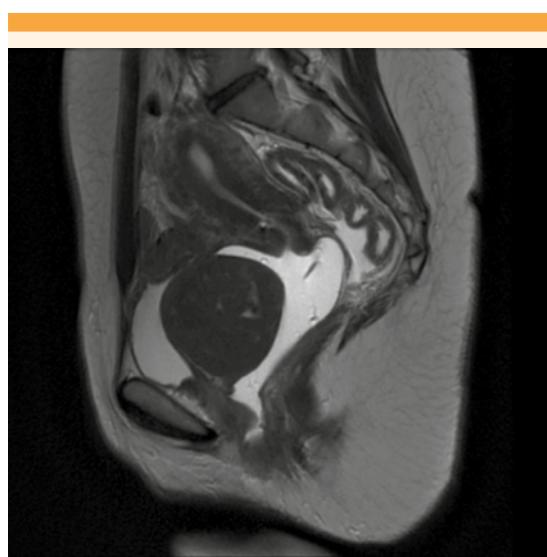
Resonancia magnética que evidencia una tumoración en el espacio vesicovaginal, dependiente de la cara vaginal anterior, que comprime la pared posterior vesical.
